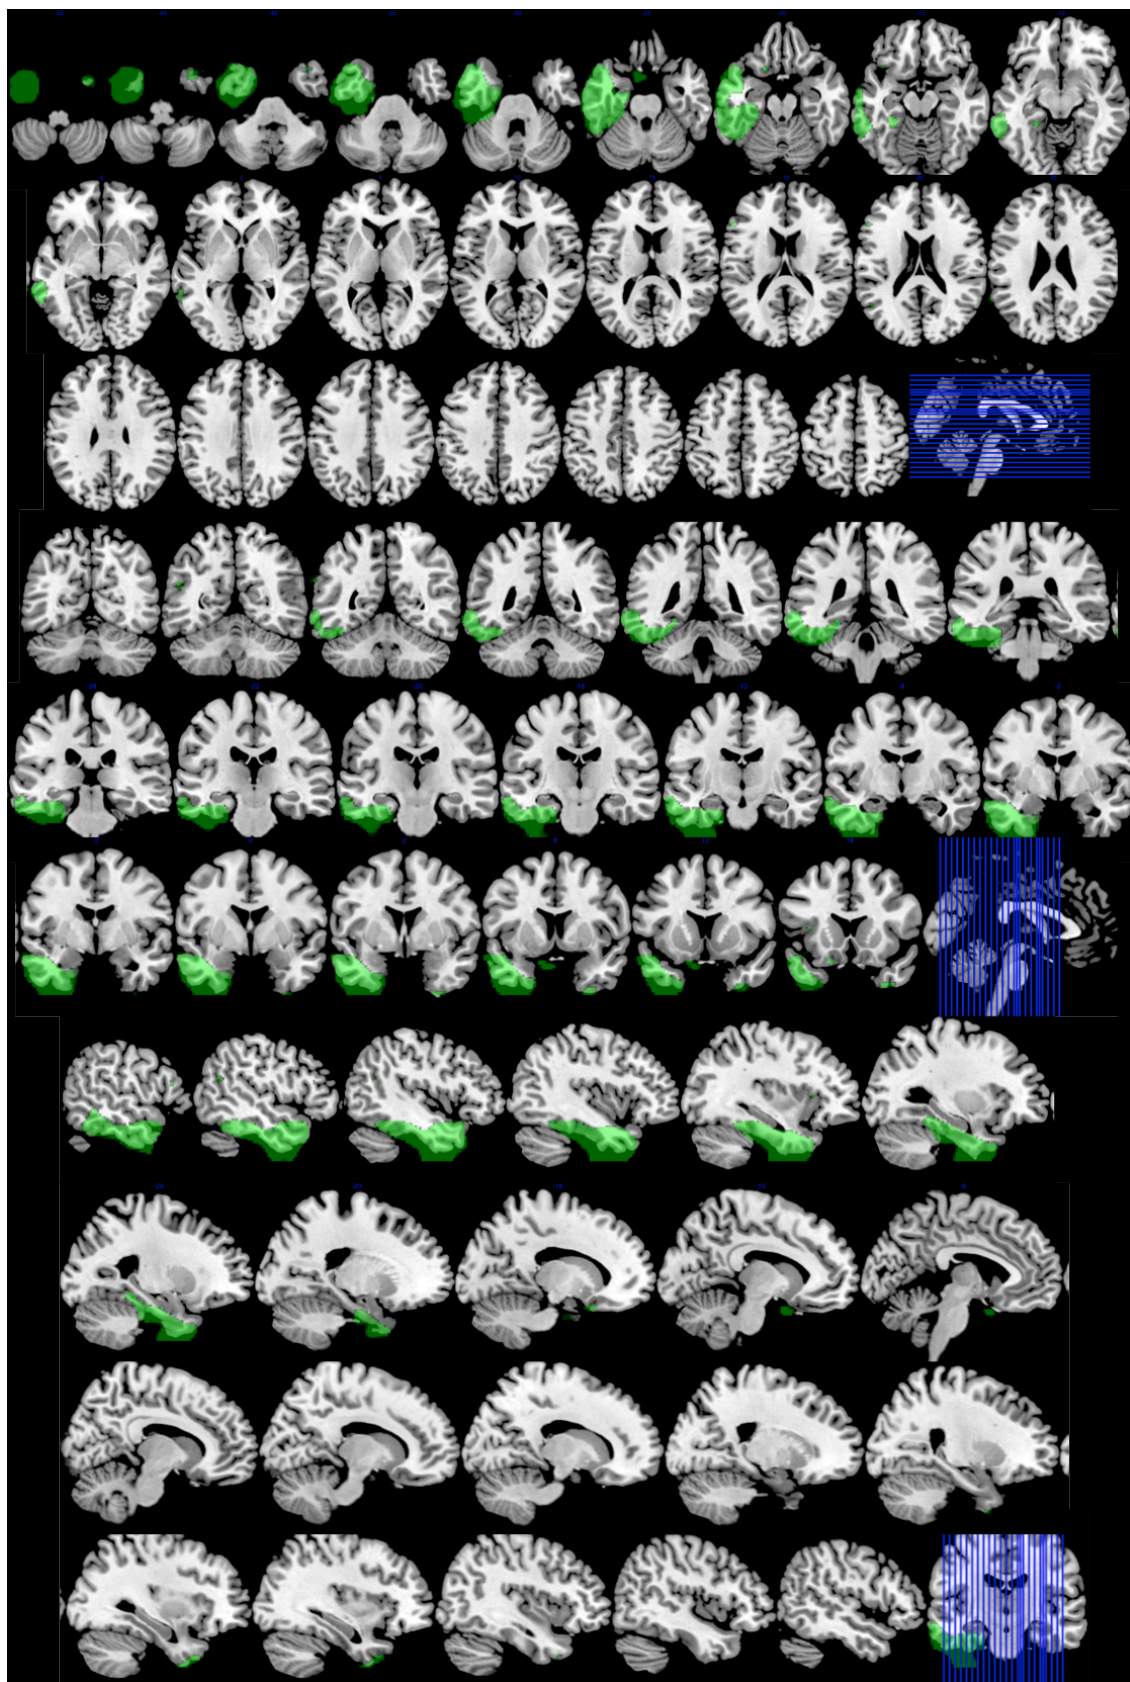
31. Topografía de la APP-S. Regiones con menor metabolismo en el grupo de APP-S (incluido *plus*) con apoyo de imagen comparado con controles. Imagen superpuesta sobre Resonancia Magnética a partir del análisis realizado con SPM. Orientación neurológica.
